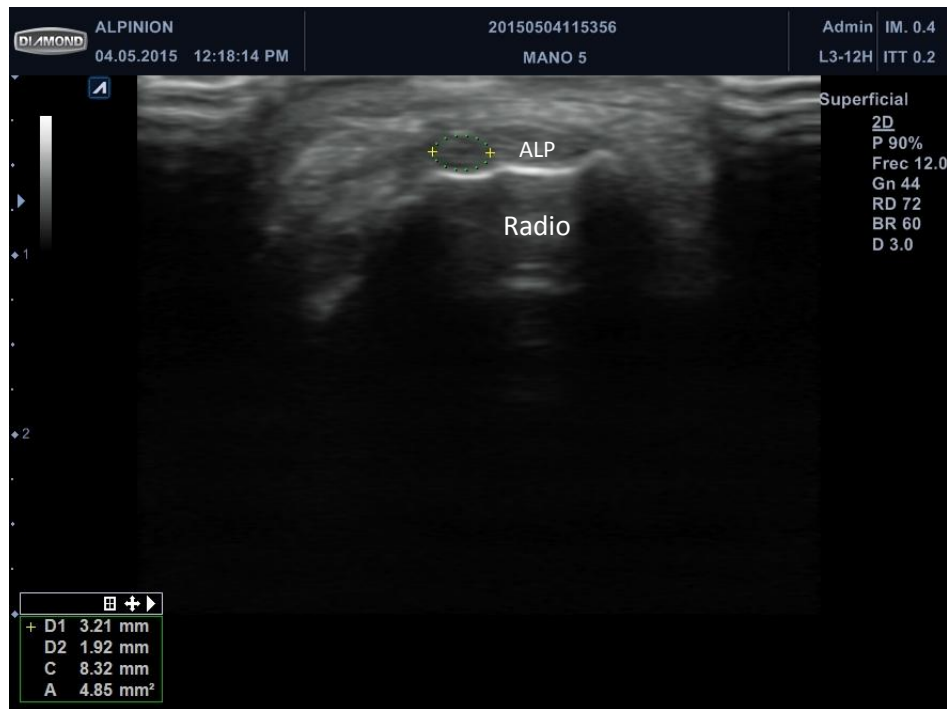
Ecografía con plano transversal del primer compartimento. Se identifica el tendón ECP (en verde) y ALP. Se mide diámetro y área.
